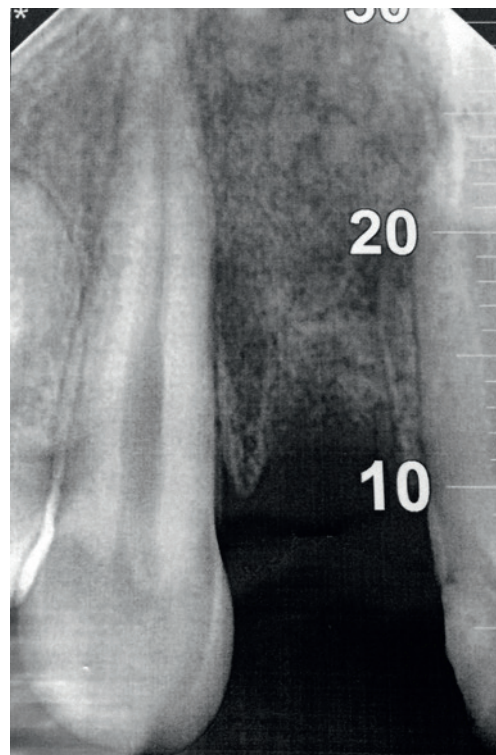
Рентгенограмма пациента В. через 4 месяца после операции.
